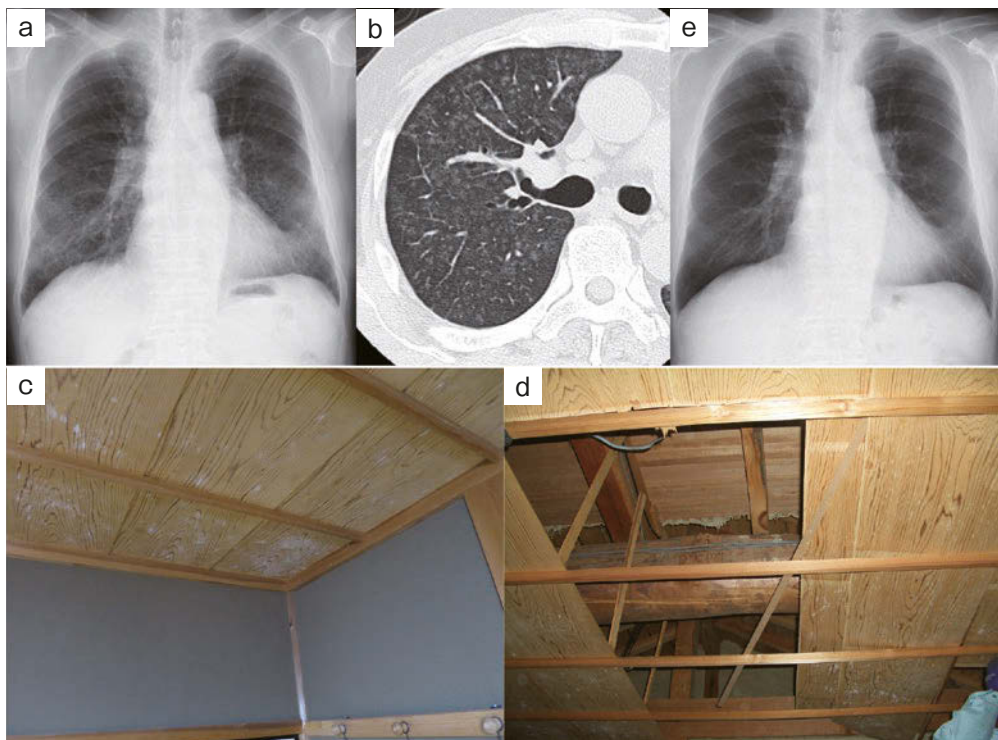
A case of winter-onset home-associated hypersensitivity pneumonia. (a) Chest X-ray at first visit showed bilateral ground-glass opacities in the lower lung field. (b) High-resolution computed tomography showed centrilobular distribution of diffuse nodular ground-glass opacities. (c) Decay in building materials (white marks) on the ceiling of the bedroom. (d) Renovation site of the area. (e) Chest X-ray 1 year after renovation. Ground-glass opacities improved remarkably with no recurrence.
